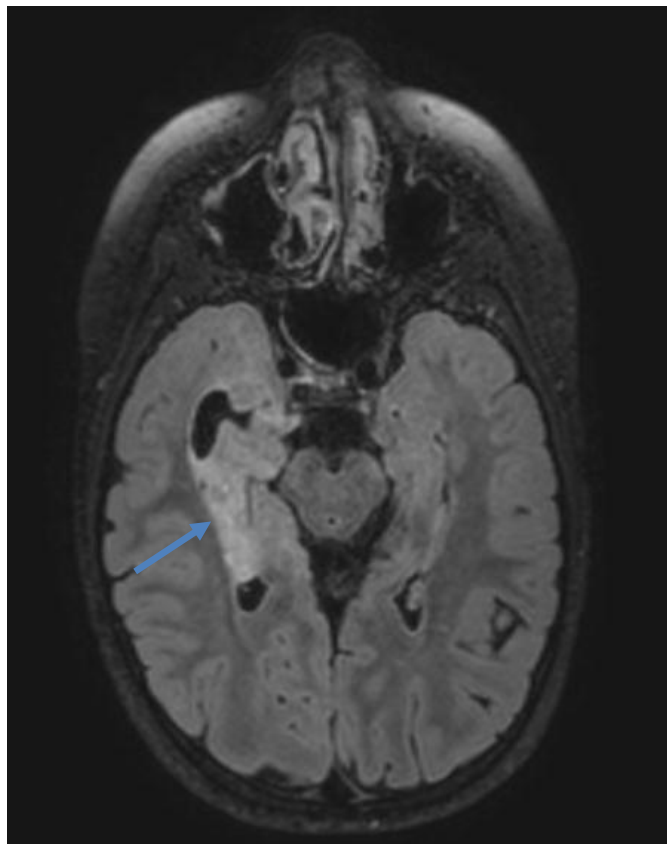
Imagem FLAIR pré-operatório, em corte axial. Evidencia lesão cortical temporal basal direita, com hipersinal, que corresponde ao tumor.
